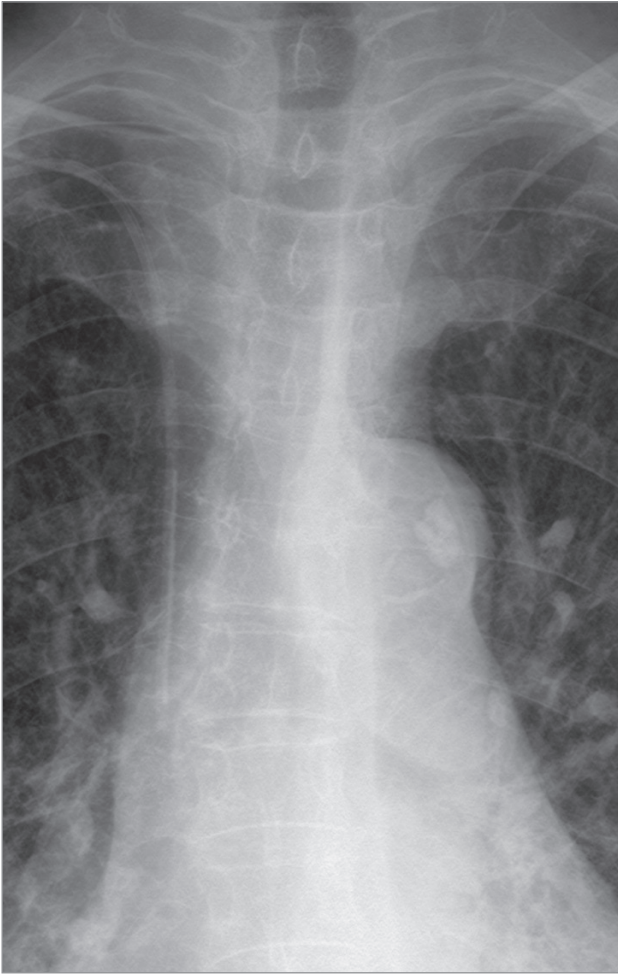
Сосудистая ножка сердца на рентгенограмме
